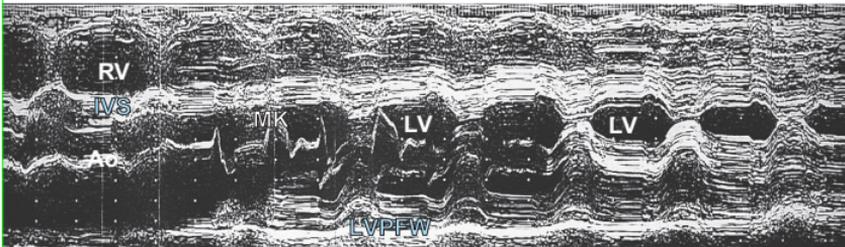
M-Mode-Echokardiografie bei HNCM. Massiv verdickte Myokardwände, kleines LV-Kavum [T125].
